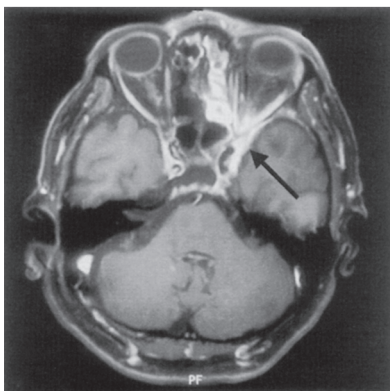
MR image with Gd-DTPA showed high signal intensity from the left ethmoid sinuses to the cerebral dura mater.
